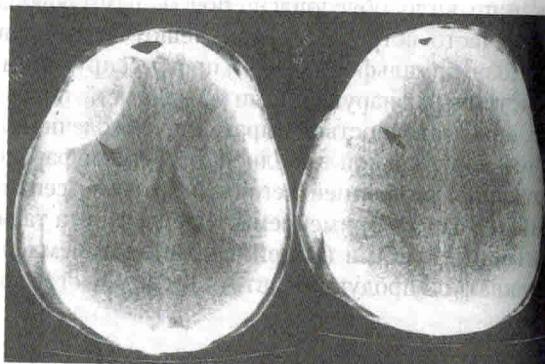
КТ головы без использования контраста: чечевицеобразный сгусток крови, указывающий на эпидуральную гематому (помечено стрелками)
